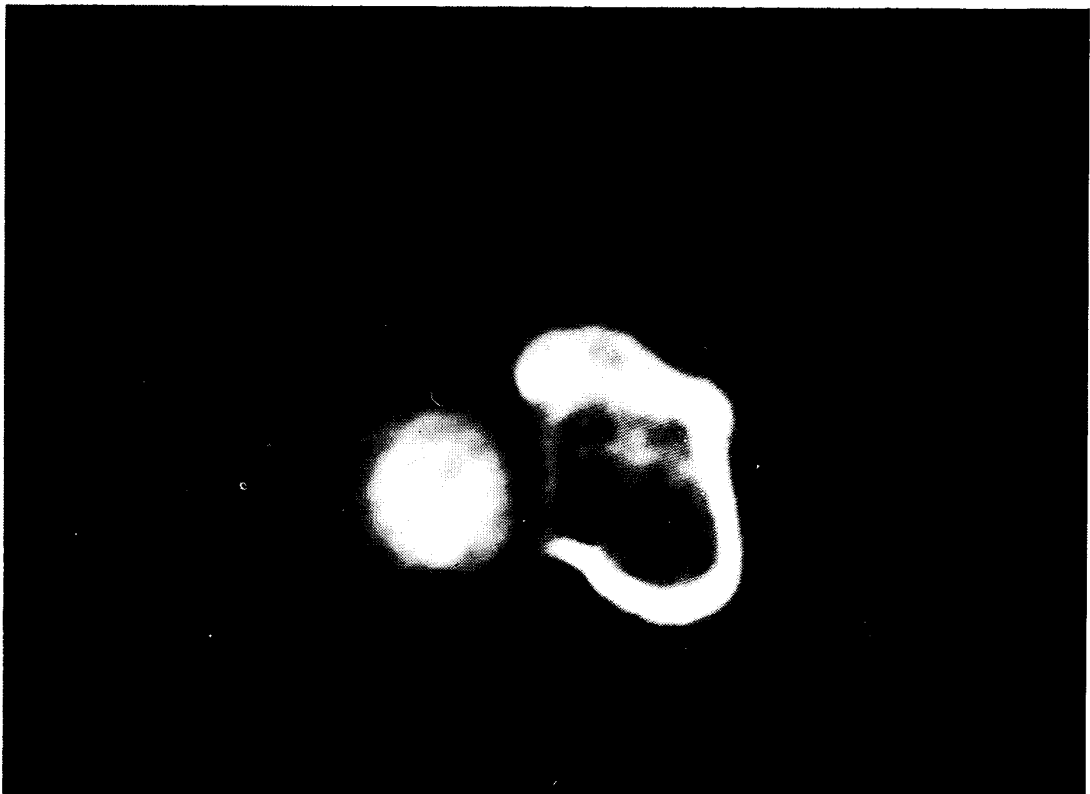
CT of coronoid process during the 8TH weeks.
